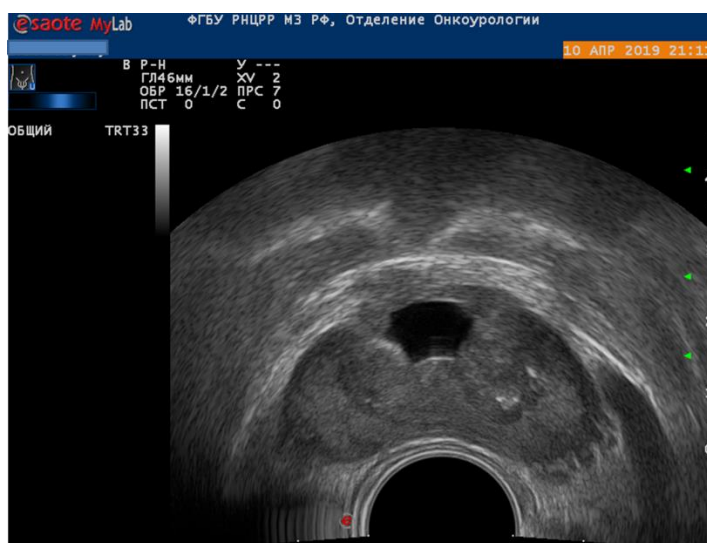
ТРУЗИ. ТУР-дефект предстательной железы.
